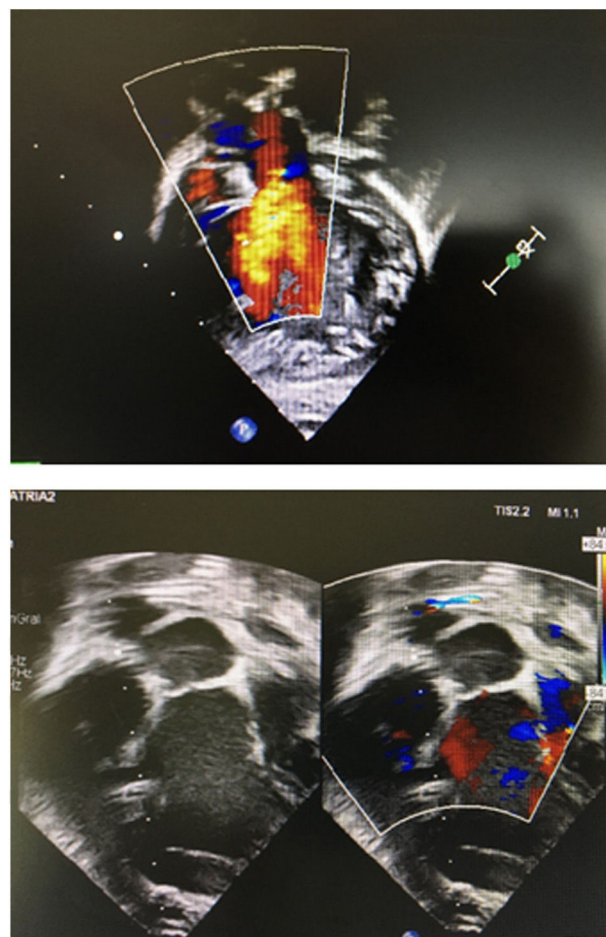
Ecografía del eje largo (preoperatorio) y 4 cámaras (postoperatorio) del paciente 2 (*switch arterial*).
